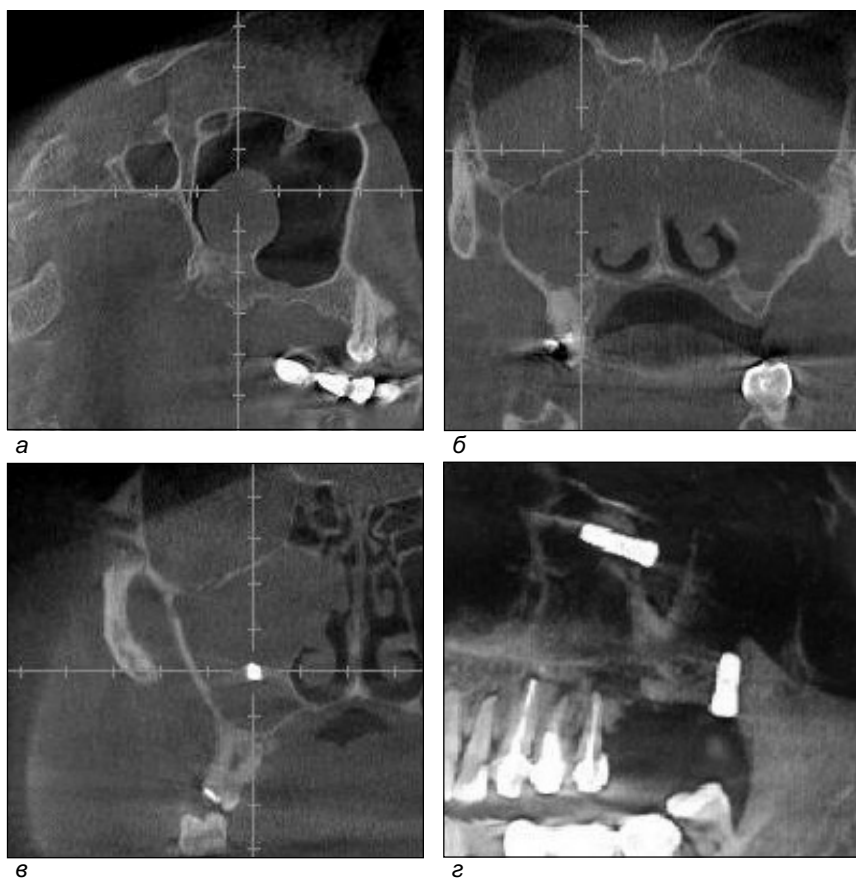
Трехмерная компьютерная томография: а – кистоподобное образование верхнечелюстной пазухи; б – полипоз носа и околоносовых пазух; в – инородное тело верхнечелюстной пазухи, предположительно окруженное грибковыми массами; з – штифт в верхнечелюстной пазухе
